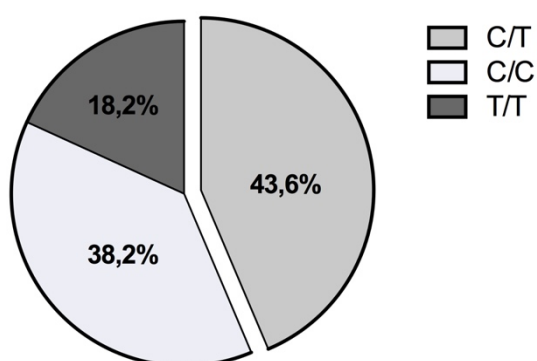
Verteilung der verschiedenen IL28B-Haplotypen (CC/CT/TT)
